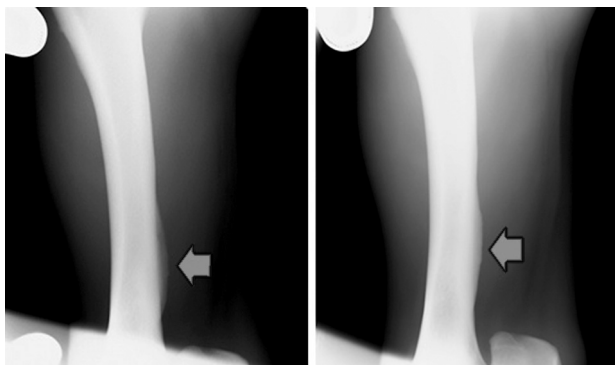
脛骨尾側遠位部で疲労骨折が認められた症例のX線検査画像。
